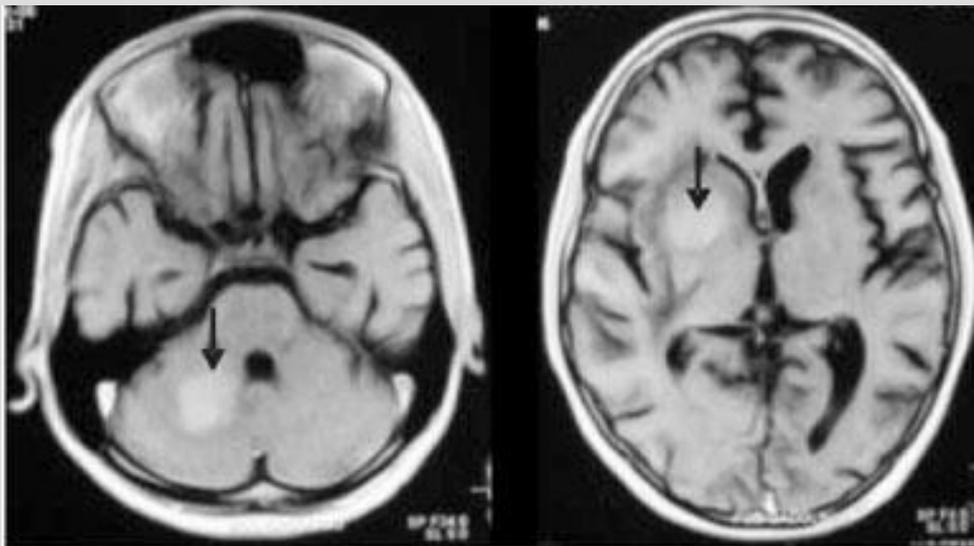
RM de encéfalo (1º de dezembro de 2006) mostrando lesão ovalada hipointensa em T1 localizada no núcleo lentiforme, braço anterior da cápsula interna à direita e hemisfério cerebelar à direita, apresentando realce sólido após contraste, circundada por edema vasogênico determinando compressão sobre o ventrículo lateral direito.
